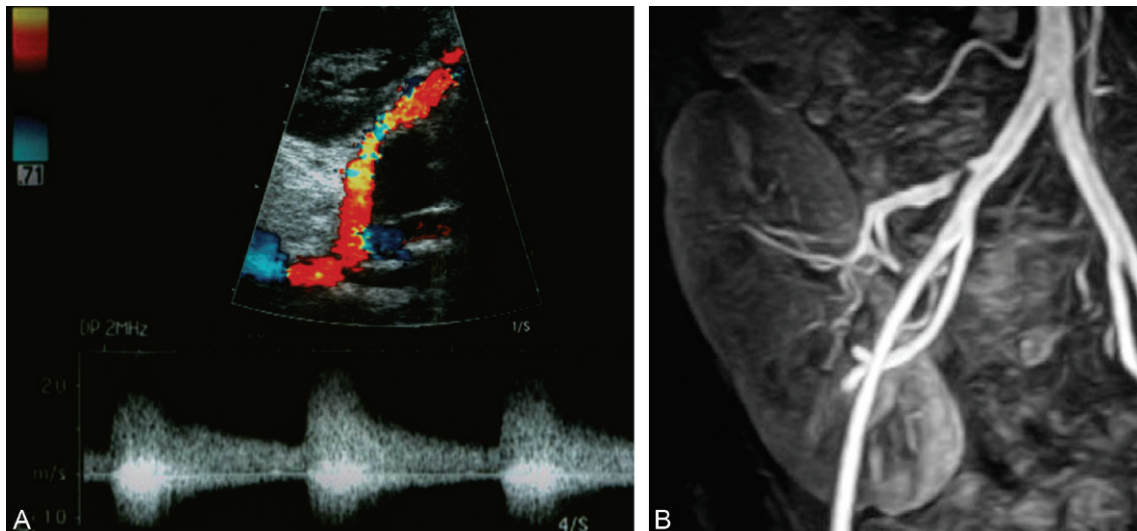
Sténose artérielle post-ostiale de l'artère du greffon en Doppler couleur (A), avec confirmation par l'angio-IRM (B).
